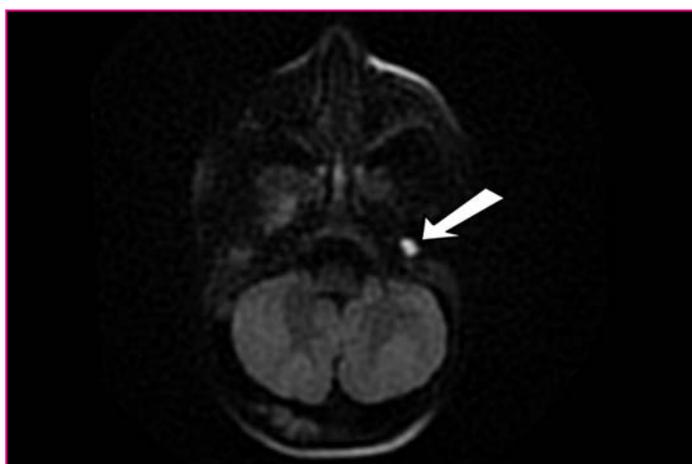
МРТ среднего уха в DWI-режиме: гиперинтенсивное образование барабанной полости слева (отмечено стрелкой) соответствует холестеатоме
